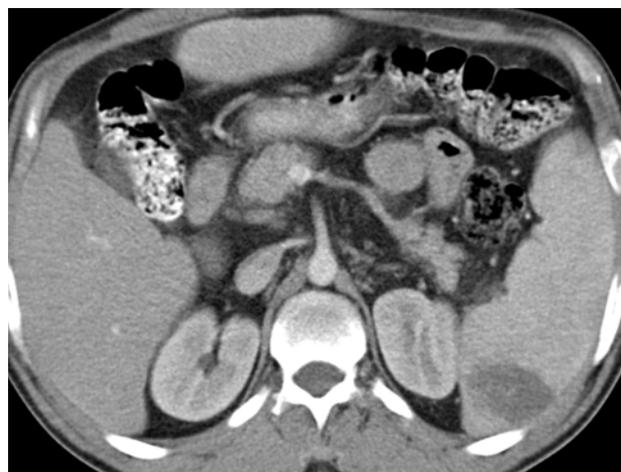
Tomografía computerizada toraco-abdominal: esplenomegalia con una imagen pseudonodular de menor captación en el polo inferior.
